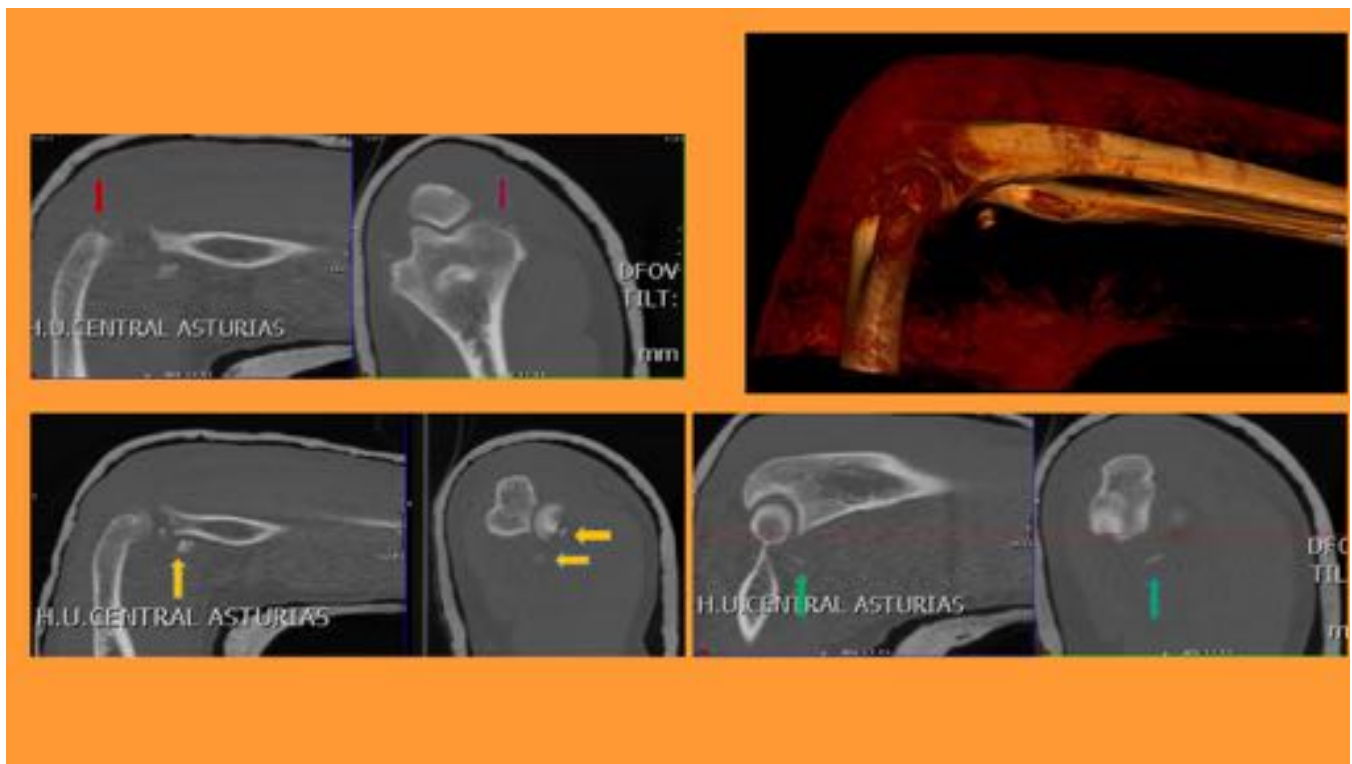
Mismo paciente. TC codo derecho y reconstrucción en 3D: Fractura de la porción externa de la cabeza radial con ligero aplastamiento y desplazamiento de fragmentos libres, tipo II de Mason (flechas amarillas) existiendo una subluxación posteromedial. Fractura- arrancamiento mínima del extremo distal de la apófisis coronoides, tipo I de Reagan y Morrey (flechas verdes). Se asocia también fractura del capitellum con múltiples fragmentos milimétricos (flechas rojas).
